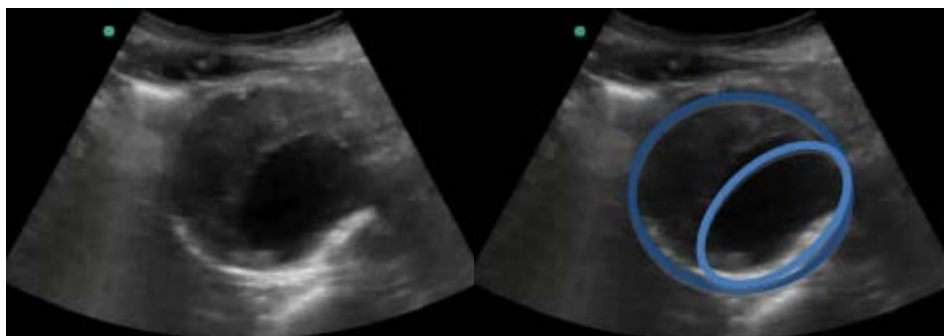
L'anévrysme de l'aorte abdominale apparaît comme une structure échographique arrondie hétérogène avec en son centre une image anéchogène correspondant à la lumière du vaisseau et une image plus échogène correspondant au thrombus [52].
